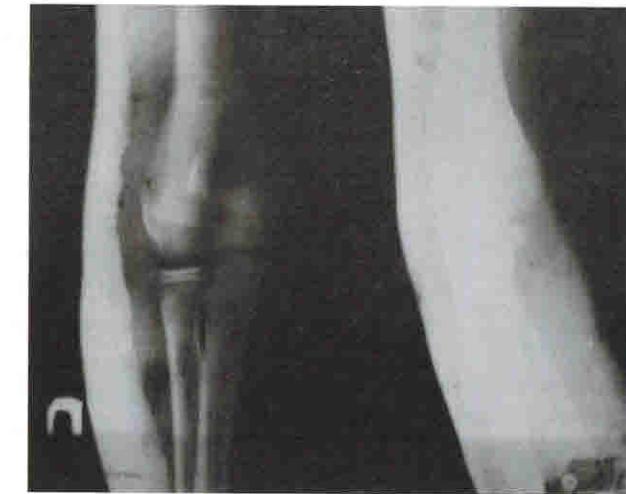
Рентгенологический контроль после репозиции –
